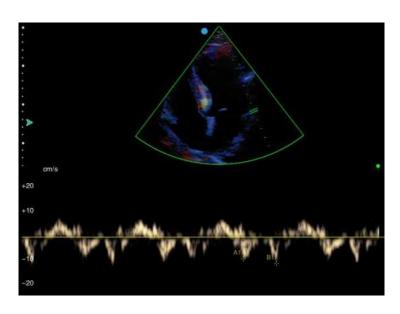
Imagens de Doppler Tecidual
